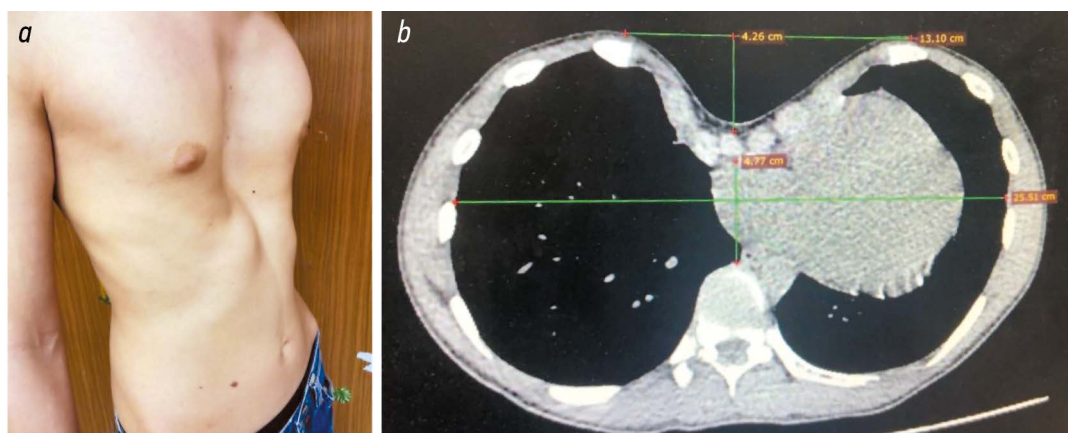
Пациент 16 лет: *a* — воронкообразная деформация грудной клетки; *b* — компьютерная томография грудной клетки (индекс Галлера = 5,4 см).
